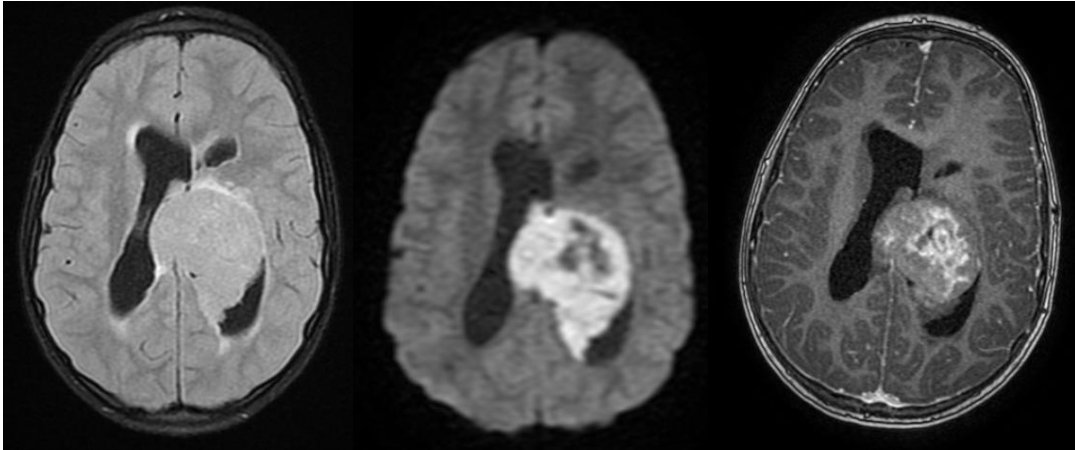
МРТ б-го Д., 5 лет (и/б 20865-2015) с метастазом медуллобластомы в левый боковой желудочек. А – МРТ flair; Б – DWI; В – T1 постконтрастные
